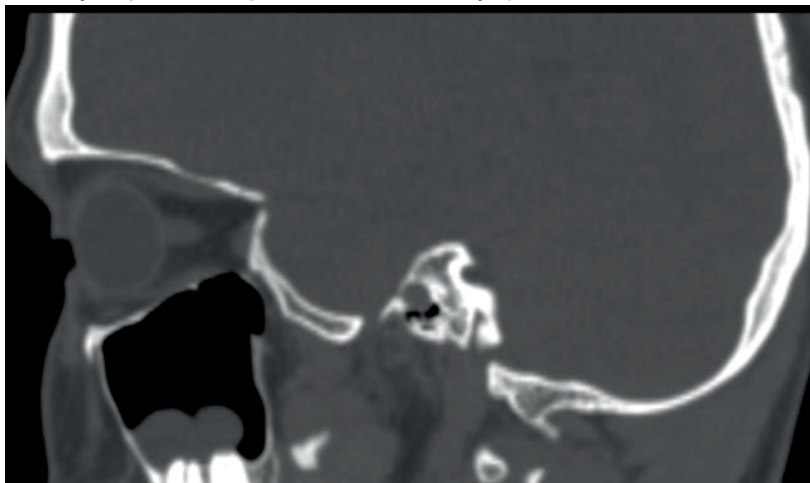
Снимок КТ цистернографии от 07.10.2024: костный режим (сагитальный срез), белой стрелкой указан костный дефект полученный после травмы
